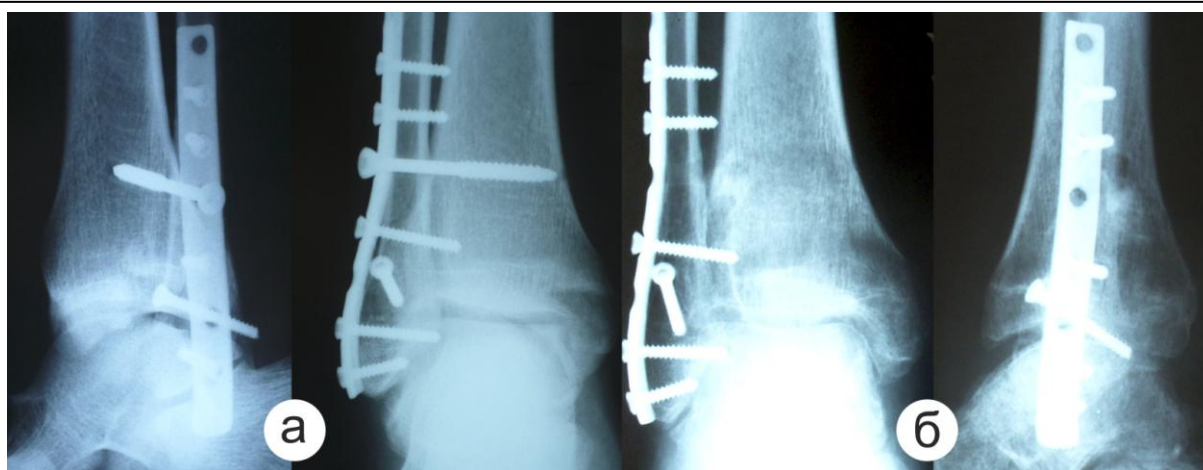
Рентгенограммы больного К., 30 л.. (и.б. № 21812). а) день операции; б) через 4,5 мес. после операции. Имелись признаки локального пятнистого остеопороза.
